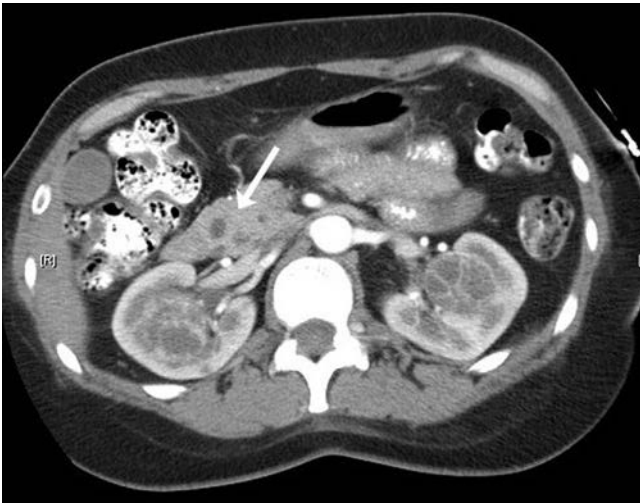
Enfermedad de von Hippel-Lindau. La CT de un paciente con enfermedad de von Hippel-Lindau y tumores renales bilaterales que muestra un predominio intrarrenal. Obsérvense los numerosos quistes en la cabeza del páncreas (*flecha*).
